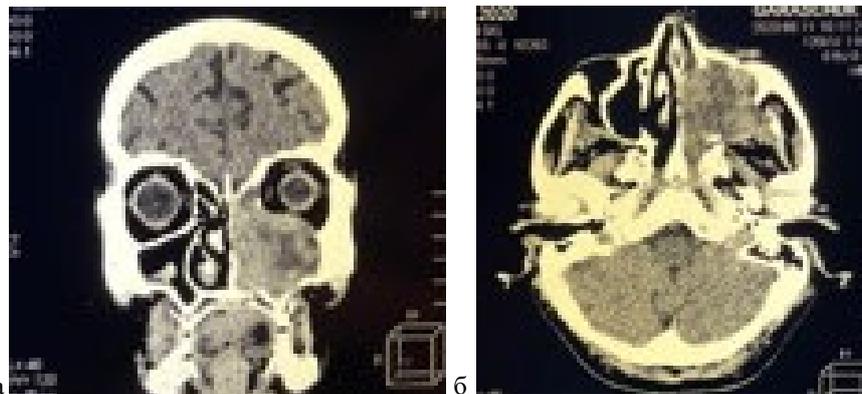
КТ черепа: а – фронтальная проекция; б – аксиальная проекция (патологический процесс занимает всю верхнечелюстную пазуху слева с распространением в полость носа и орбиту слева).
